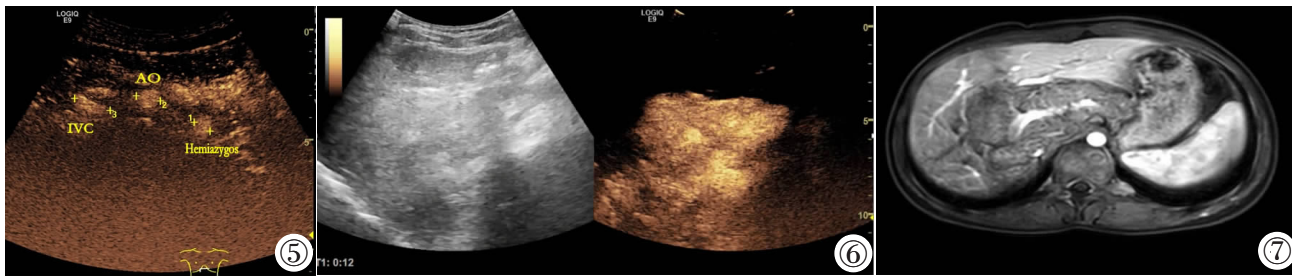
上腹部下腔静脉、半奇静脉及腹主动脉横切图。IVC:下腔静脉;AO:腹主动脉;Hemiazzygos:半奇静脉。图 6 超声造影肝尾状叶区域 12 s 呈整体高增强(经右侧股静脉)。图 7 肝尾状叶区域 MRI 动脉期强化低于肝实质。
